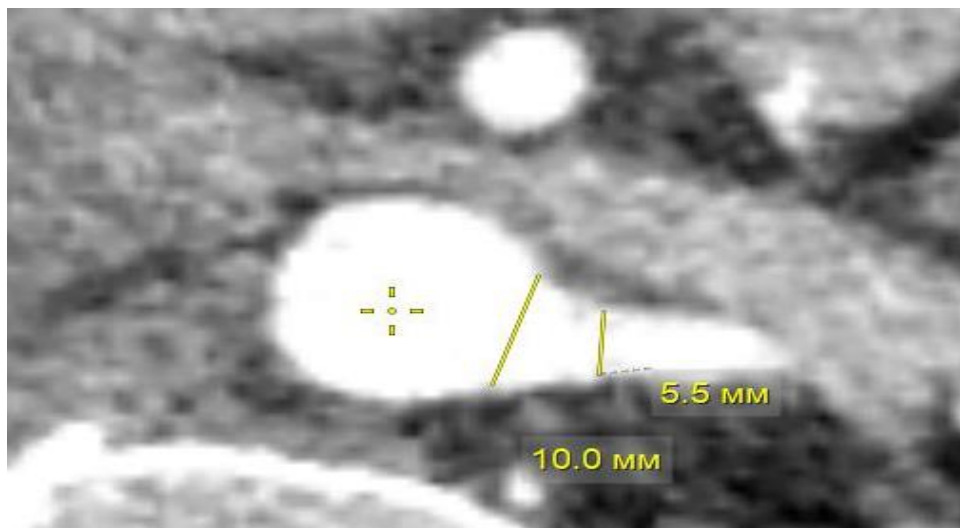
КТ-ангиограмма брюшной части аорты в горизонтальной плоскости. Обозначена левая почечная артерия
